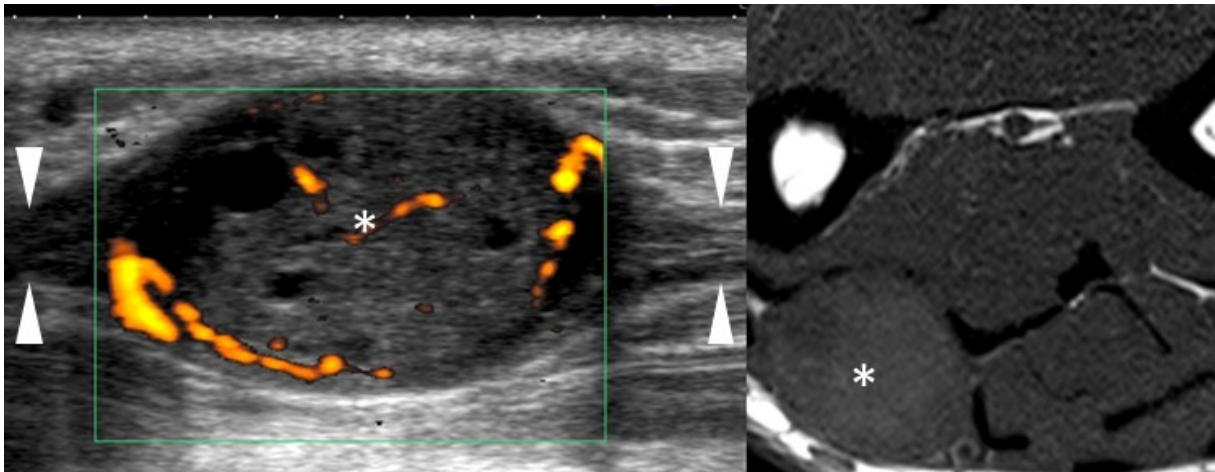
Schwannome (coupe sagittale échographique - axiale IRM T1). Image ovale vascularisée partiellement kystique (*), déformant la gaine du nerf ulnaire à sa partie proximale et distale (têtes de flèche)
